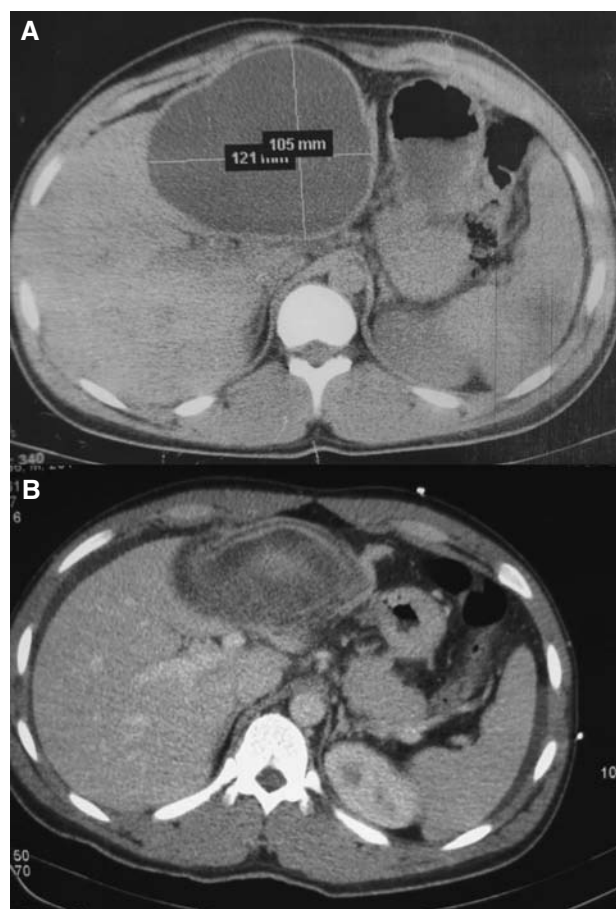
Tomografía computarizada. A: antes de la rotura con imagen de quiste de 12 × 10 cm. B: imagen de tomografía tras la rotura que muestra líquido perihéptico y desaparición de la tensión del quiste.
